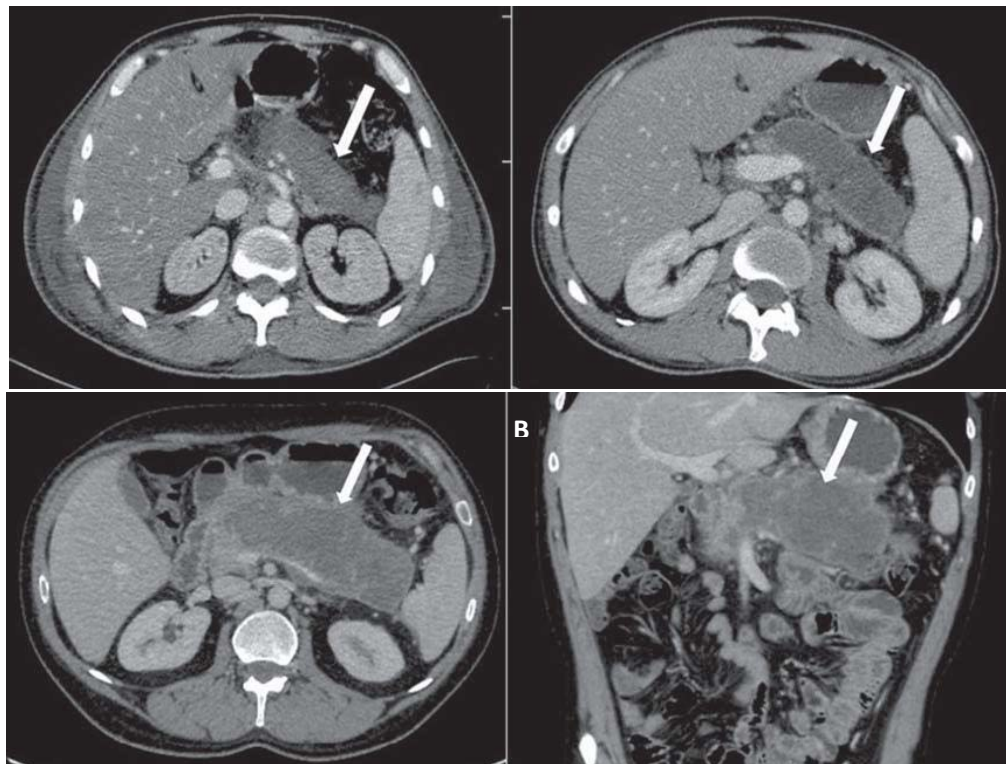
Nécrose pancréatique circonscrite. A, B : TDM avec injection de PDC montrant une pancréatite aiguë nécrosante chez un patient de 45 ans. A : Nécrose étendue du corps et de la queue du pancréas avec des limites mal définies et une apparence solide (flèche). B : Après deux semaines, la nécrose devient plus délimitée avec un aspect liquéfié. C, D : Patient de 42 ans atteint d'une nécrose pancréatique circonscrite remplaçant le corps et la queue du pancréas (flèches) trois semaines après le début de la pancréatite aiguë nécrosante [132].
